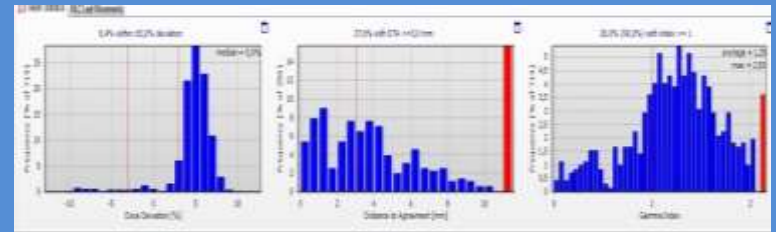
Messung für AXB (D2M) am massendichte-zugeordneten homogenen Phantom-CT (PMMA mit 269 HU abgebildet)
